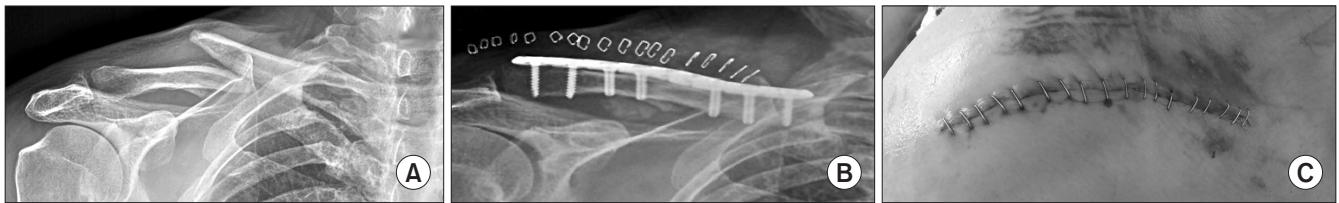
(A) Preoperative radiograph. (B) Postoperative radiograph. (C) A 10 cm incision of open plate fixation.
